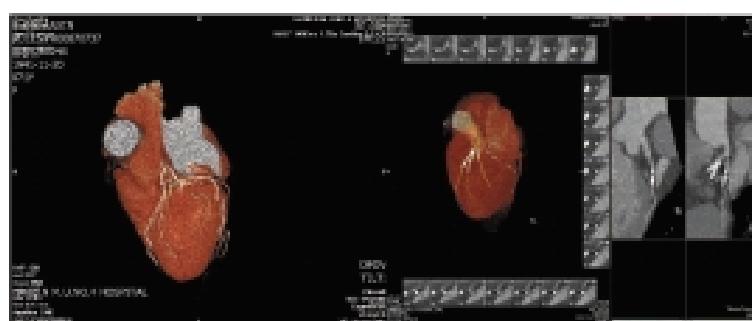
心脏冠脉 CTA:在不良反应发生的情况下,心脏冠脉血管边缘显示欠佳,图像质量差
